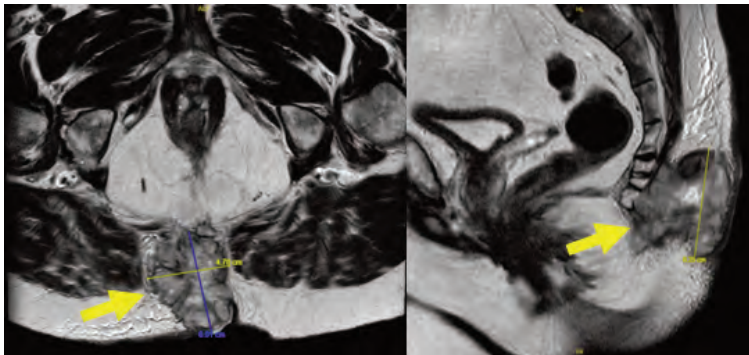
Imágenes de RM pélvica, donde se muestra la lesión compatible con sarcoma (flechas amarillas)
